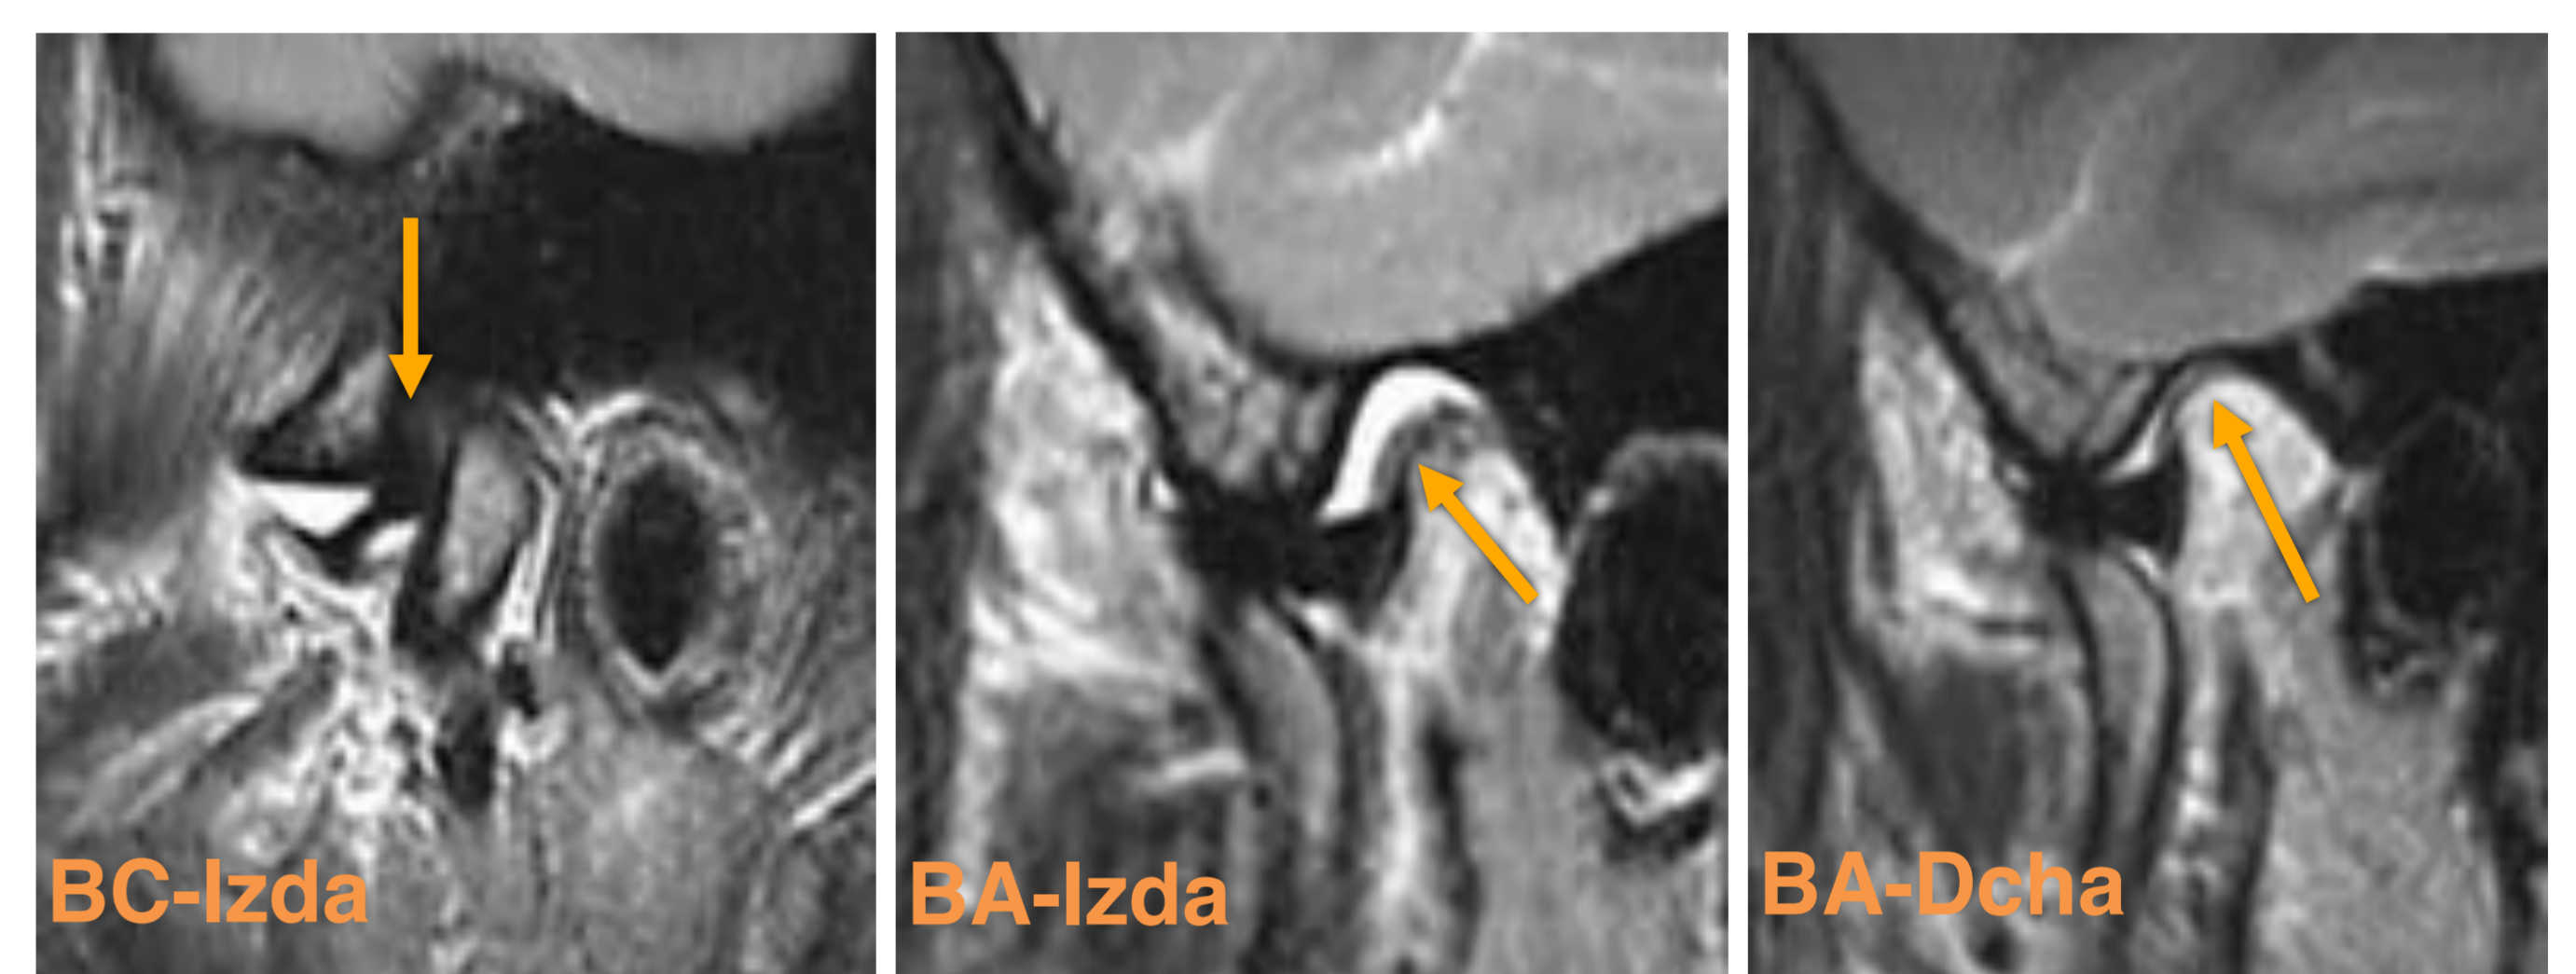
Mujer de 43 años con crujido crónico, dolor y bloqueo de mandíbula en la ATM izquierda. La RM de la ATM izquierda (BC y BA izquierdas) muestra la banda posterior del disco delante del cóndilo con la boca cerrada (flecha, BC izquierda) que se reduce con la apertura, con líquido articular y engrosamiento de la zona bilaminar superior (flecha, BA izquierda). La zona bilaminar superior es normal en la ATM derecha (flecha, BA derecha). La banda posterior y la zona bilaminar superior se observan mejor en la posición de boca abierta
